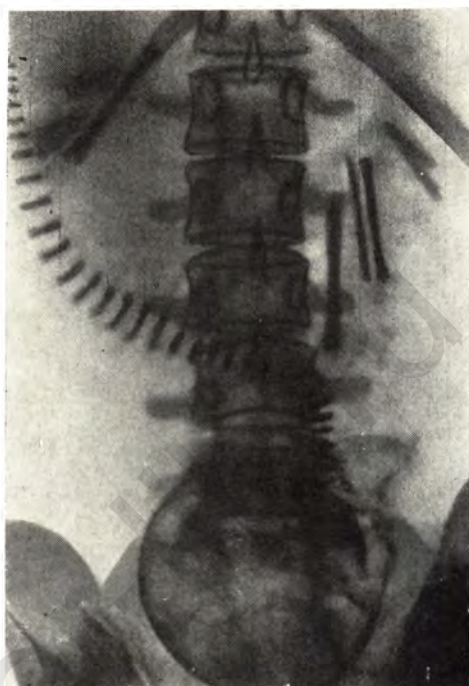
Прямая рентгенограмма живота беременной. 1-й вариант положения плода в полости матки при головном предлежании.
